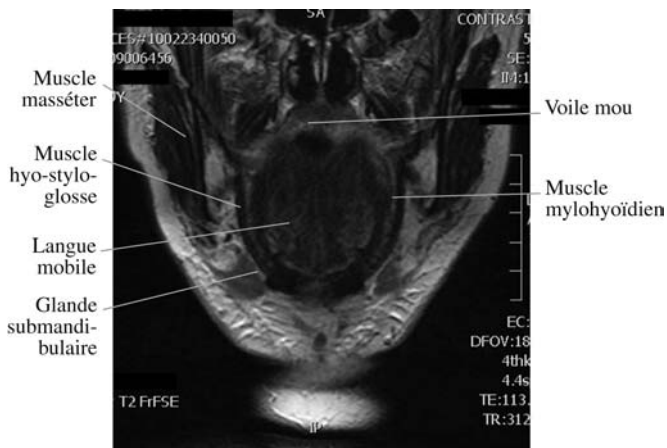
IRM, coupe coronale en séquence T2 passant par la partie postérieure de la cavité orale.
